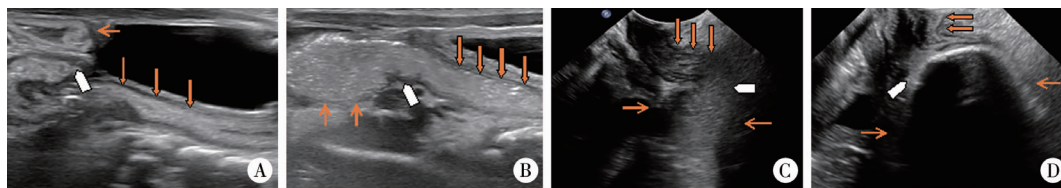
超声助显剂灌肠结果 A: 痉挛段位于降结肠中下段、乙状结肠及直肠; B: 痉挛段位于乙状结肠中下段及直肠; C: 痉挛段位于乙状结肠中下段及直肠; D: 痉挛段位于直肠盲端及肛管, 细箭头所指部分为扩张的肠管, 粗箭头所指部分为狭窄痉挛段, 五边形所指为移行段
